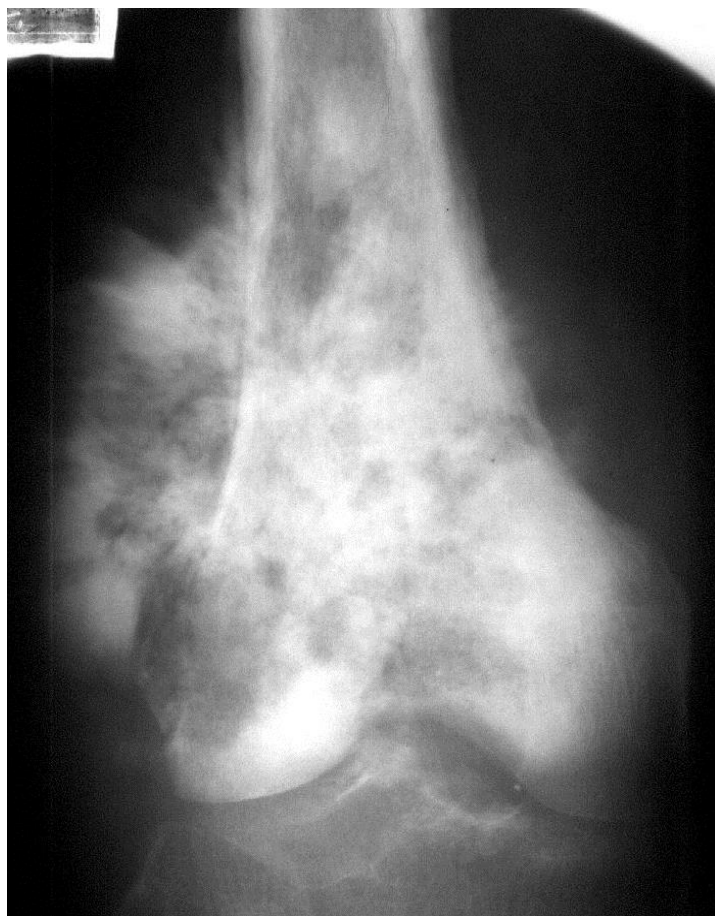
Рентгенограмма бедренной кости. Деструкция кости и спикулообразный периостит при остеогенной саркоме
